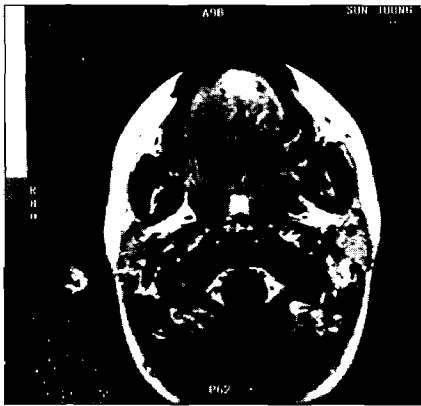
술후 약 12개월후 시행된 자기공명영상촬영(MRI) 소견 (수평면).
